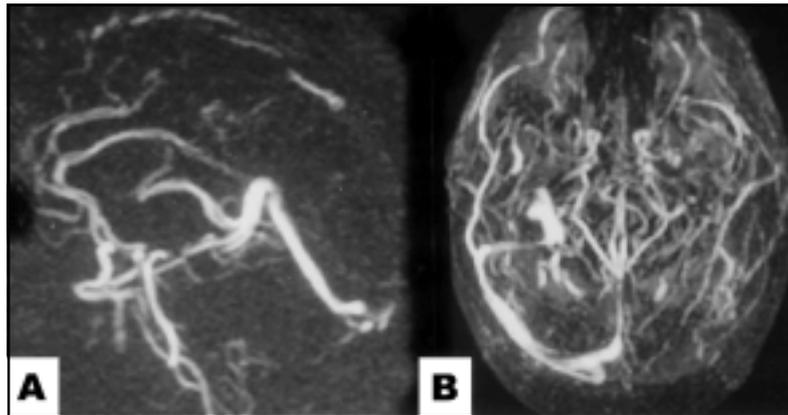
Angiografia por ressonância magnética demonstrando trombose do seio sagital superior e seios transversos e sigmóides à esquerda. A: visão lateral; B: visão superior
